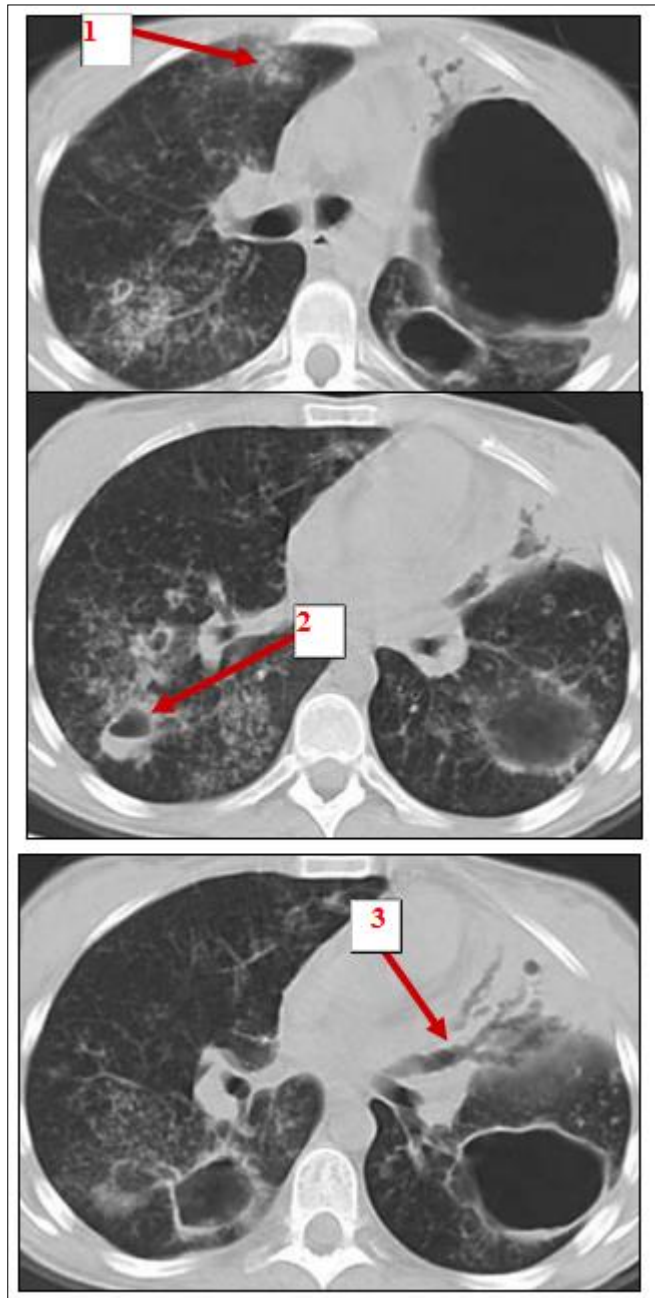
Серия компьютерных томограмм больной К., 26 лет. Диагноз: туберкулез. 1 – очаги в легочной ткани. 2 – полости распада. 3 – участок инфильтрации легочной ткани с бронхоэктазом
